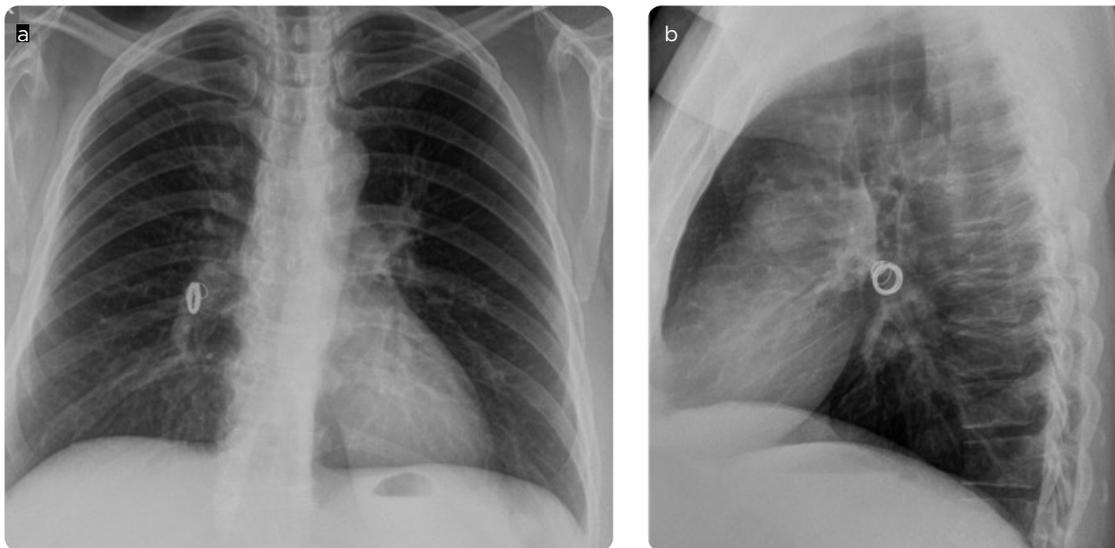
Radiografía posteroanterior y lateral de tórax: imagen espiral radiopaca proyectada en el hilio pulmonar derecho, correspondiente a migración del material de embolización.
